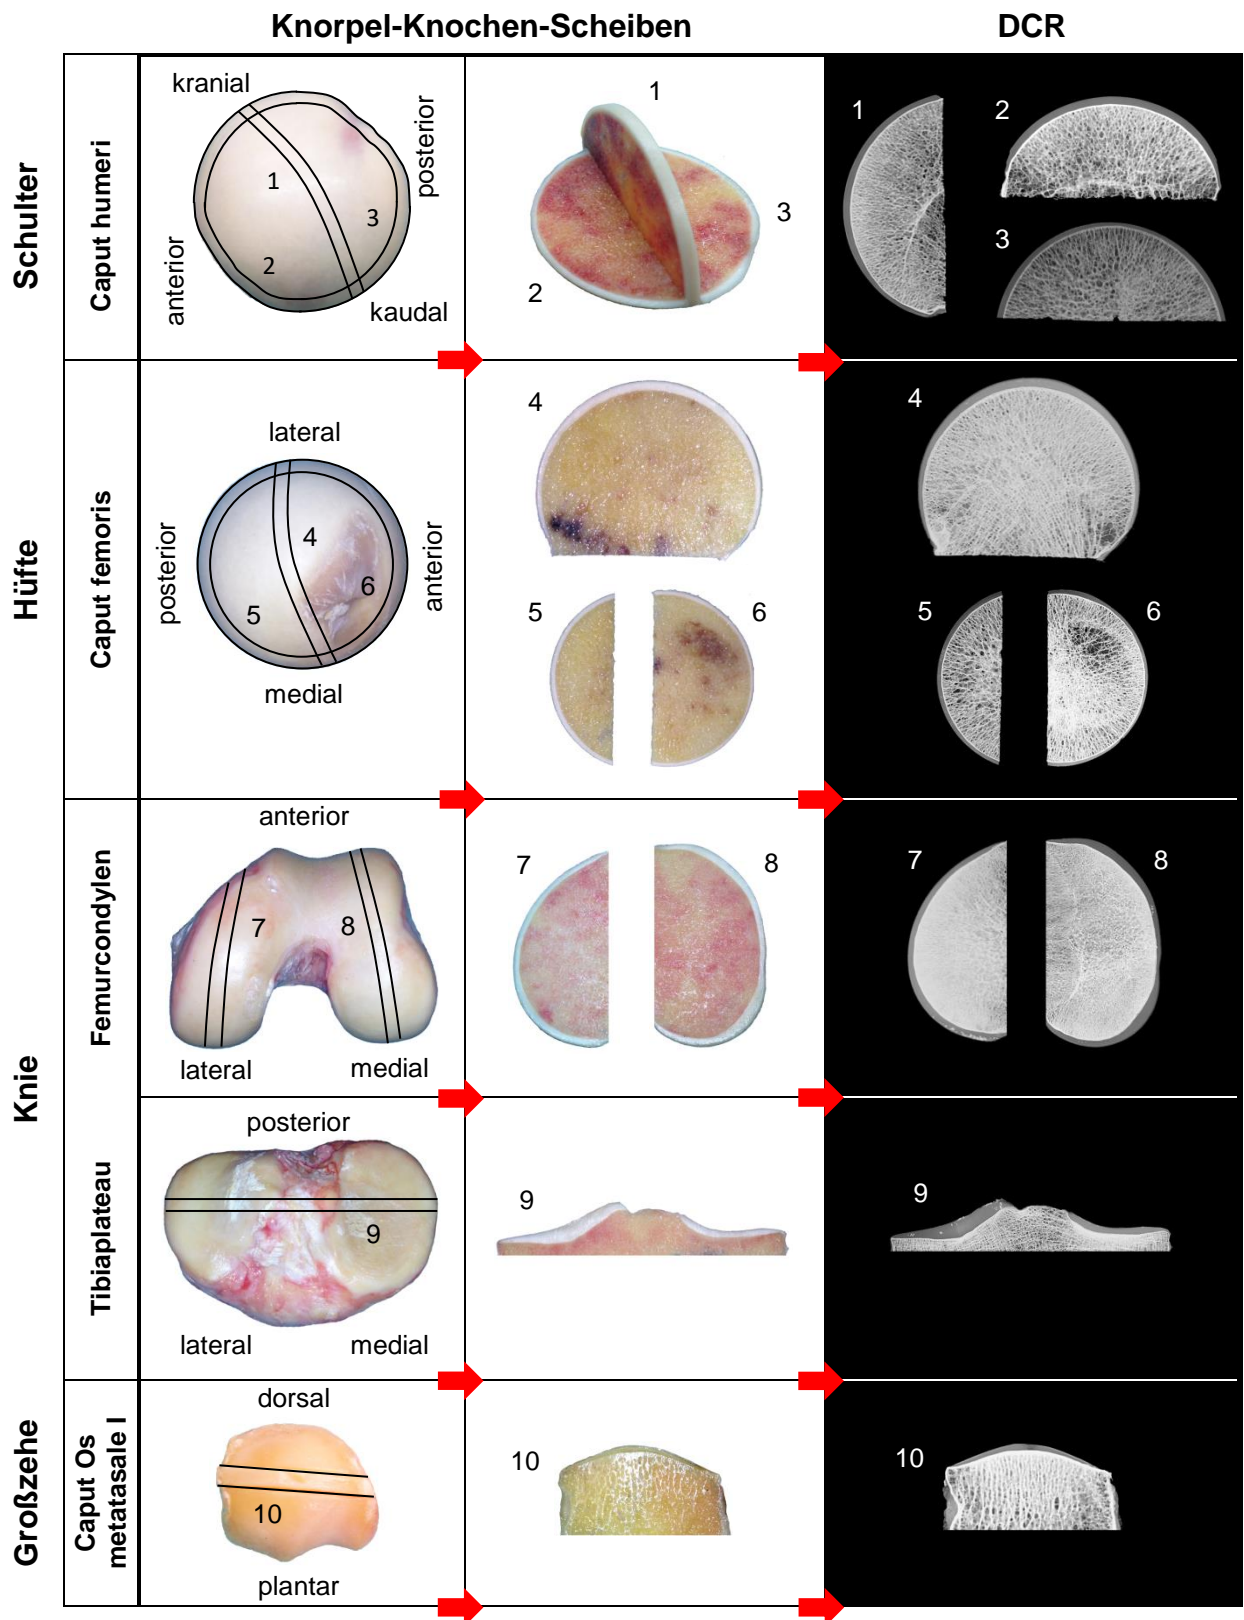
Darstellung der standardisiert präparierten 4 mm Knorpel-Knochen-Scheiben (1-10) des Schulter-, Hüft-, Knie- und Großzehengrundgelenks und den korrespondierenden Aufnahmen der hochauflösenden digitalen Kontaktradiographie (DCR).
